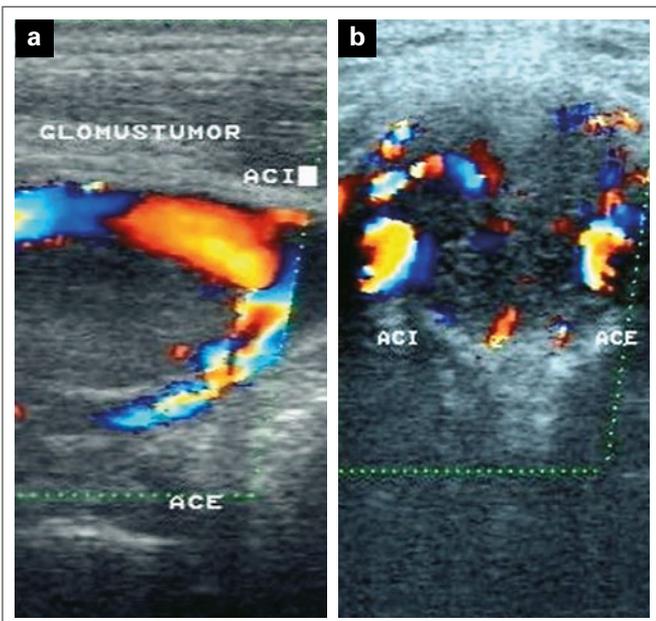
Duplexsonographie („colour-mode“). (a): Anschalung im Längsschnitt, Auftreibung der Karotisbifurkation rechts durch den *Glomus caroticum*-Tumor; (b): Darstellung der Hypervaskularisation des Tumors, Anschalung im Querschnitt.
